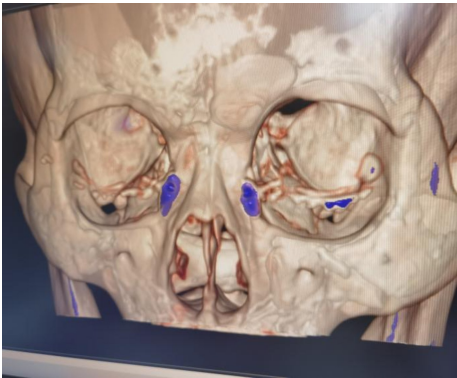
冠状位 CT+造影三维重建显示双侧泪囊形态。
